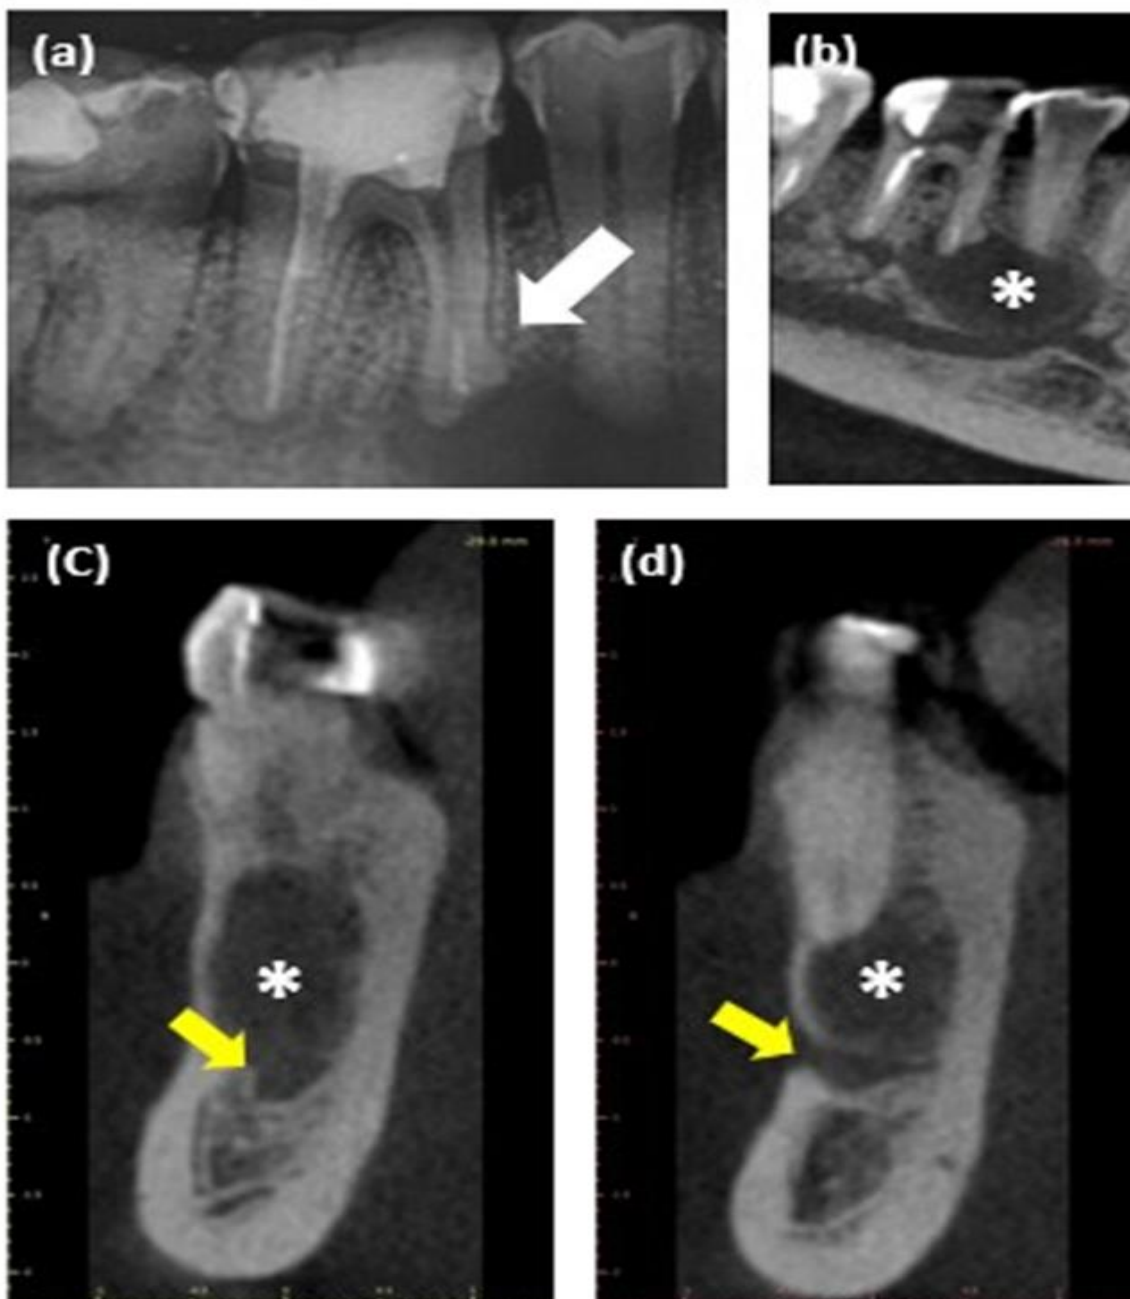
Imagens radiográficas periapicais e de tomografia computadorizada de feixe cônico (CBCT) do dente 46. (a) A dilaceração radicular apical (seta branca) e material de obturação residual na raiz mesial. (b) Imagem de CBCT da lesão estendendo-se dos ápices radiculares mesiovestibulares do dente 46 até o ápice do dente 45 (asterisco branco). (c) Secção transversal do dente 46 indicando a lesão e a proximidade ao canal mandibular (seta amarela) (d). Secção transversal do dente 45 e a proximidade da lesão ao forame mental (seta amarela).
